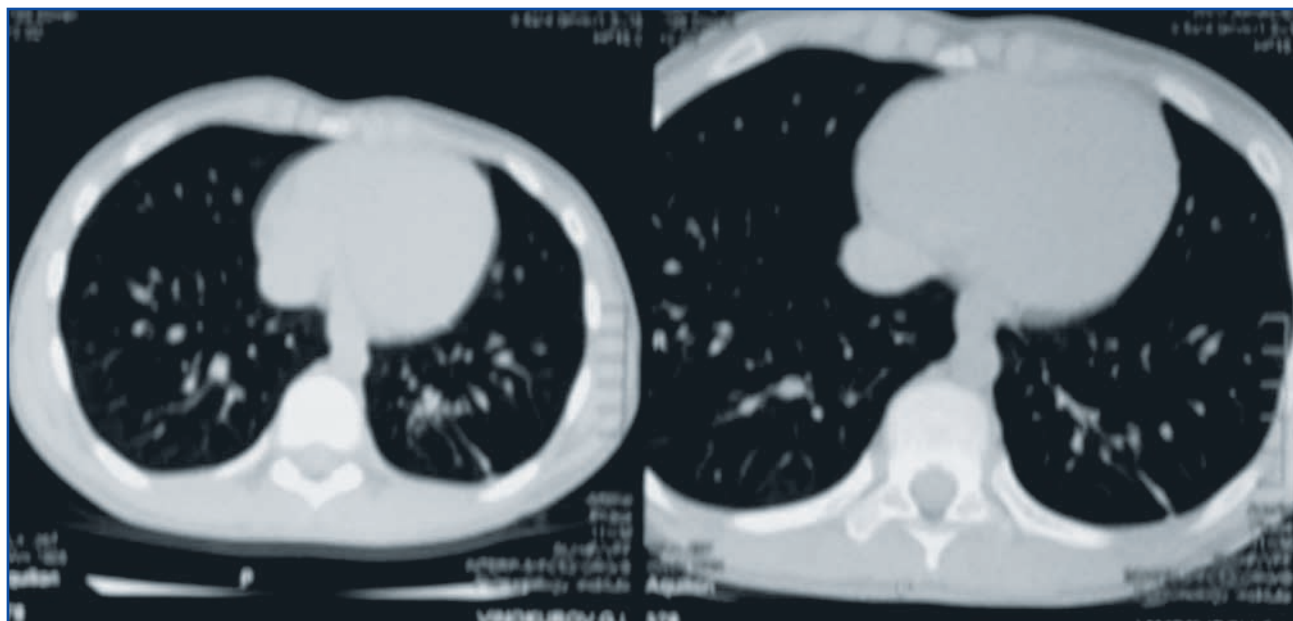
МСКТ ОГК (30.07.2019): КТ-ознаки постзапального фіброзу зліва в нижній частці зі сформованими тракційними бронхоектазами; вогнищево-інфільтративні зміни не визначаються. Порівняно з КТ-обстеженням від 03.07.2017 (архів) позитивна динаміка процесу: зменшення зони пневмофіброзу
